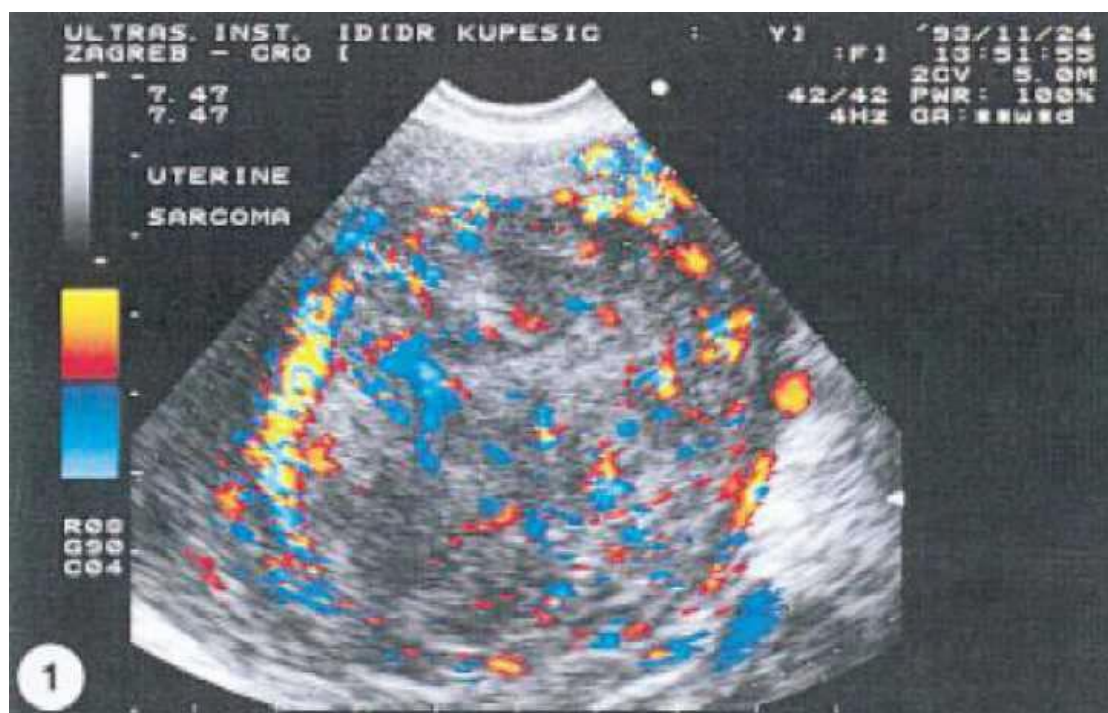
Dispersion aléatoire des néovaisseaux démontrée par le Doppler couleur chez une patiente porteuse de sarcome utérin diagnostiqué prospectivement (223).
